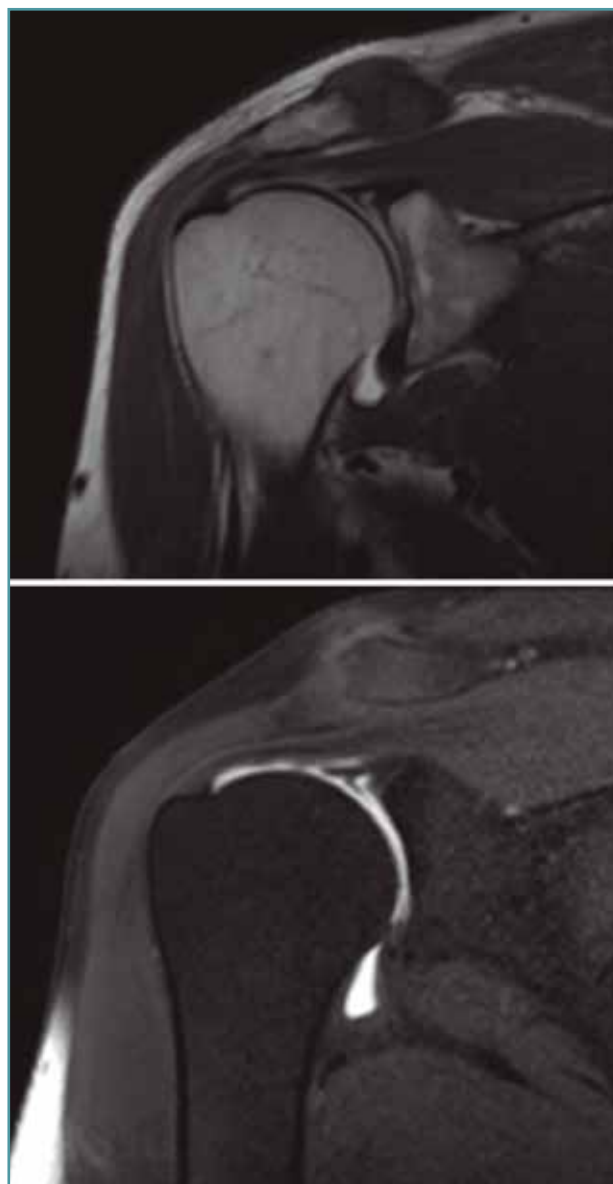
Artroresonancia magnética lesión de SLAP (superior labrum anterior to posterior) de tipo II.
